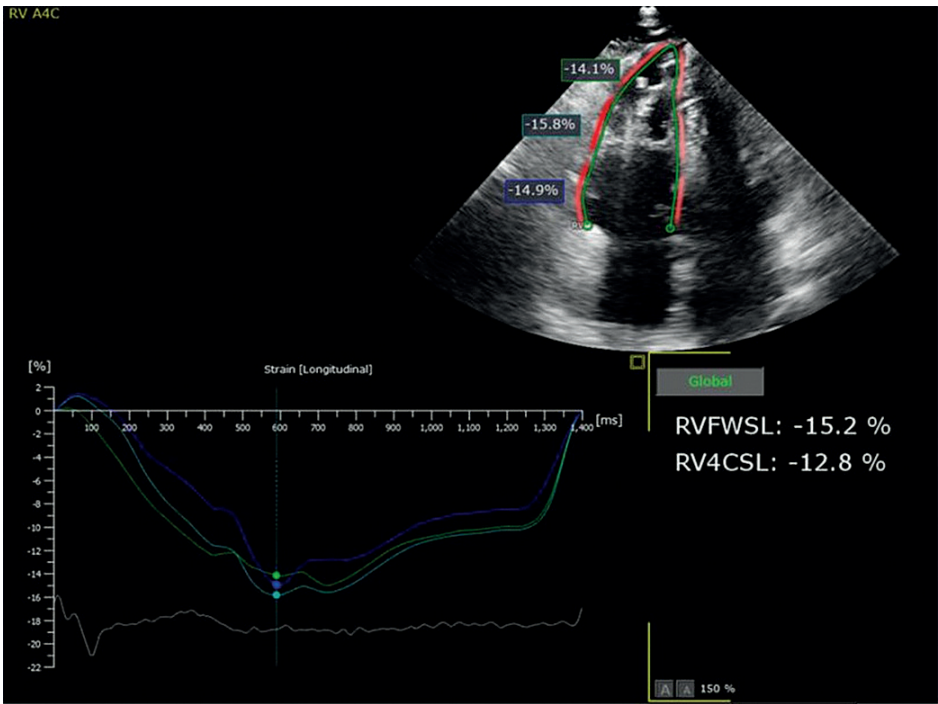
Avaliação do strain longitudinal do VD, na visualização apical 4 câmaras focada em VD, com exibição dos resultados do strain longitudinal da parede livre do VD e strain longitudinal global do VD reduzidos: -15,2% e -12,8%, respectivamente.
